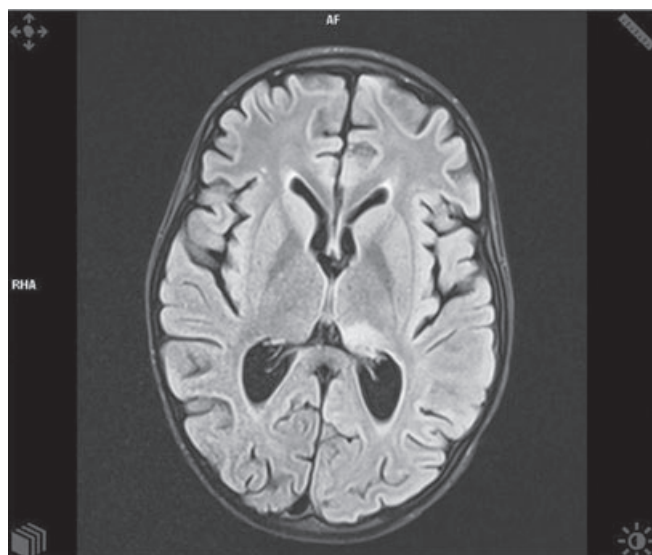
МРТ головного мозга пациентки Ш., 10 лет, на 10-е сутки после ТС: ишемический очаг в левой гемисфере головного мозга
